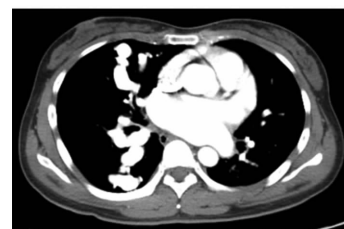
PAVM 介入封堵术前增强 CT 横断面图像
